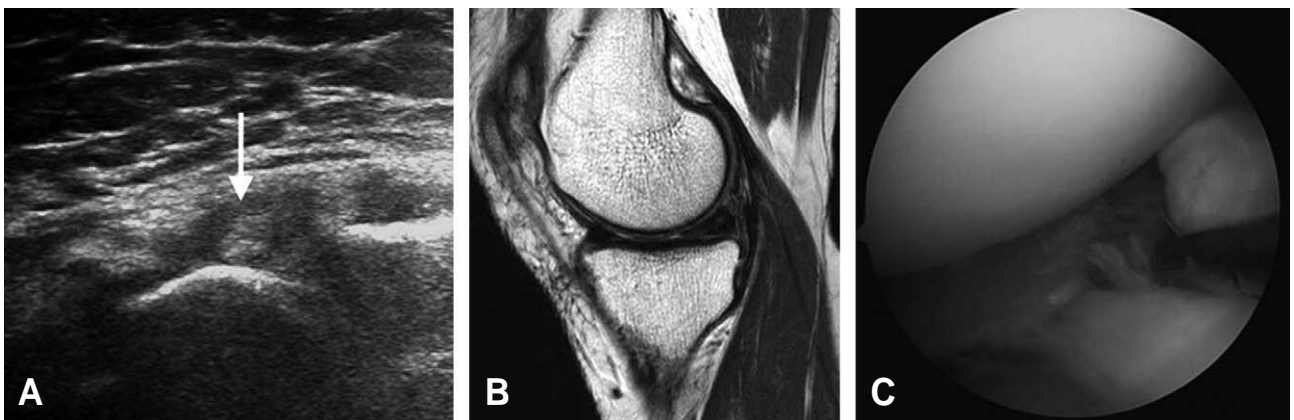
Cluster formation (arrow) is shown on ultrasonography (A). Sagittal MRI image (B). Arthroscopic finding of torn medial meniscus (C).
